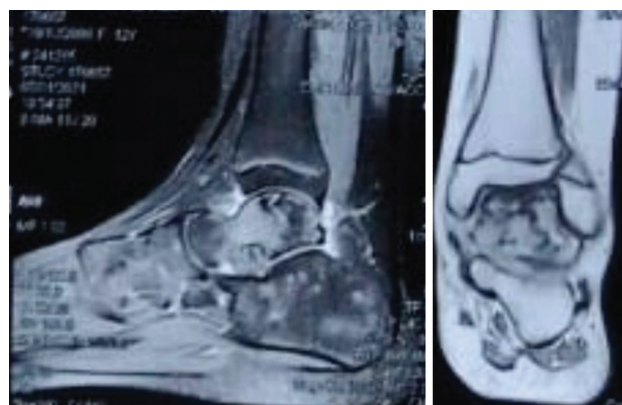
Ressonância Nuclear Magnética do tornozelo. Fonte: Acervo do Serviço.
